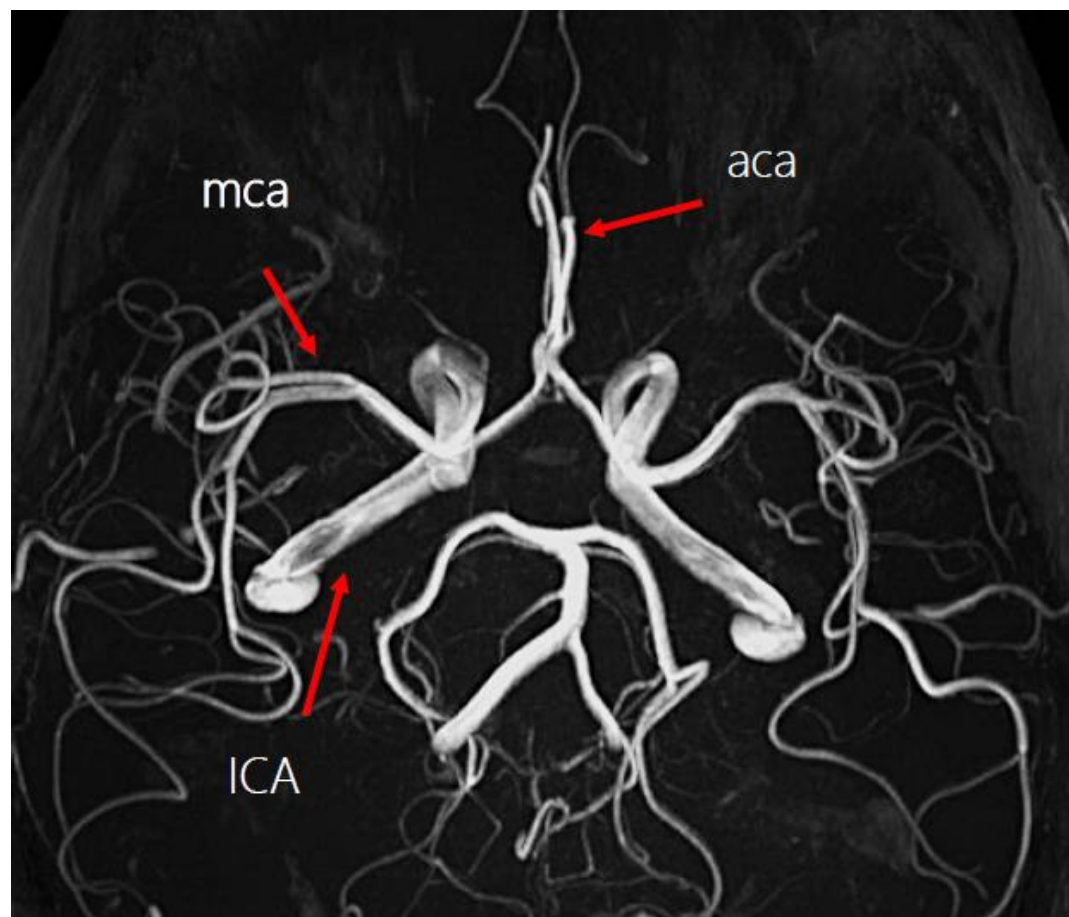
Anatomy of the circle of Willis as seen on a TOF MRI sequence.
